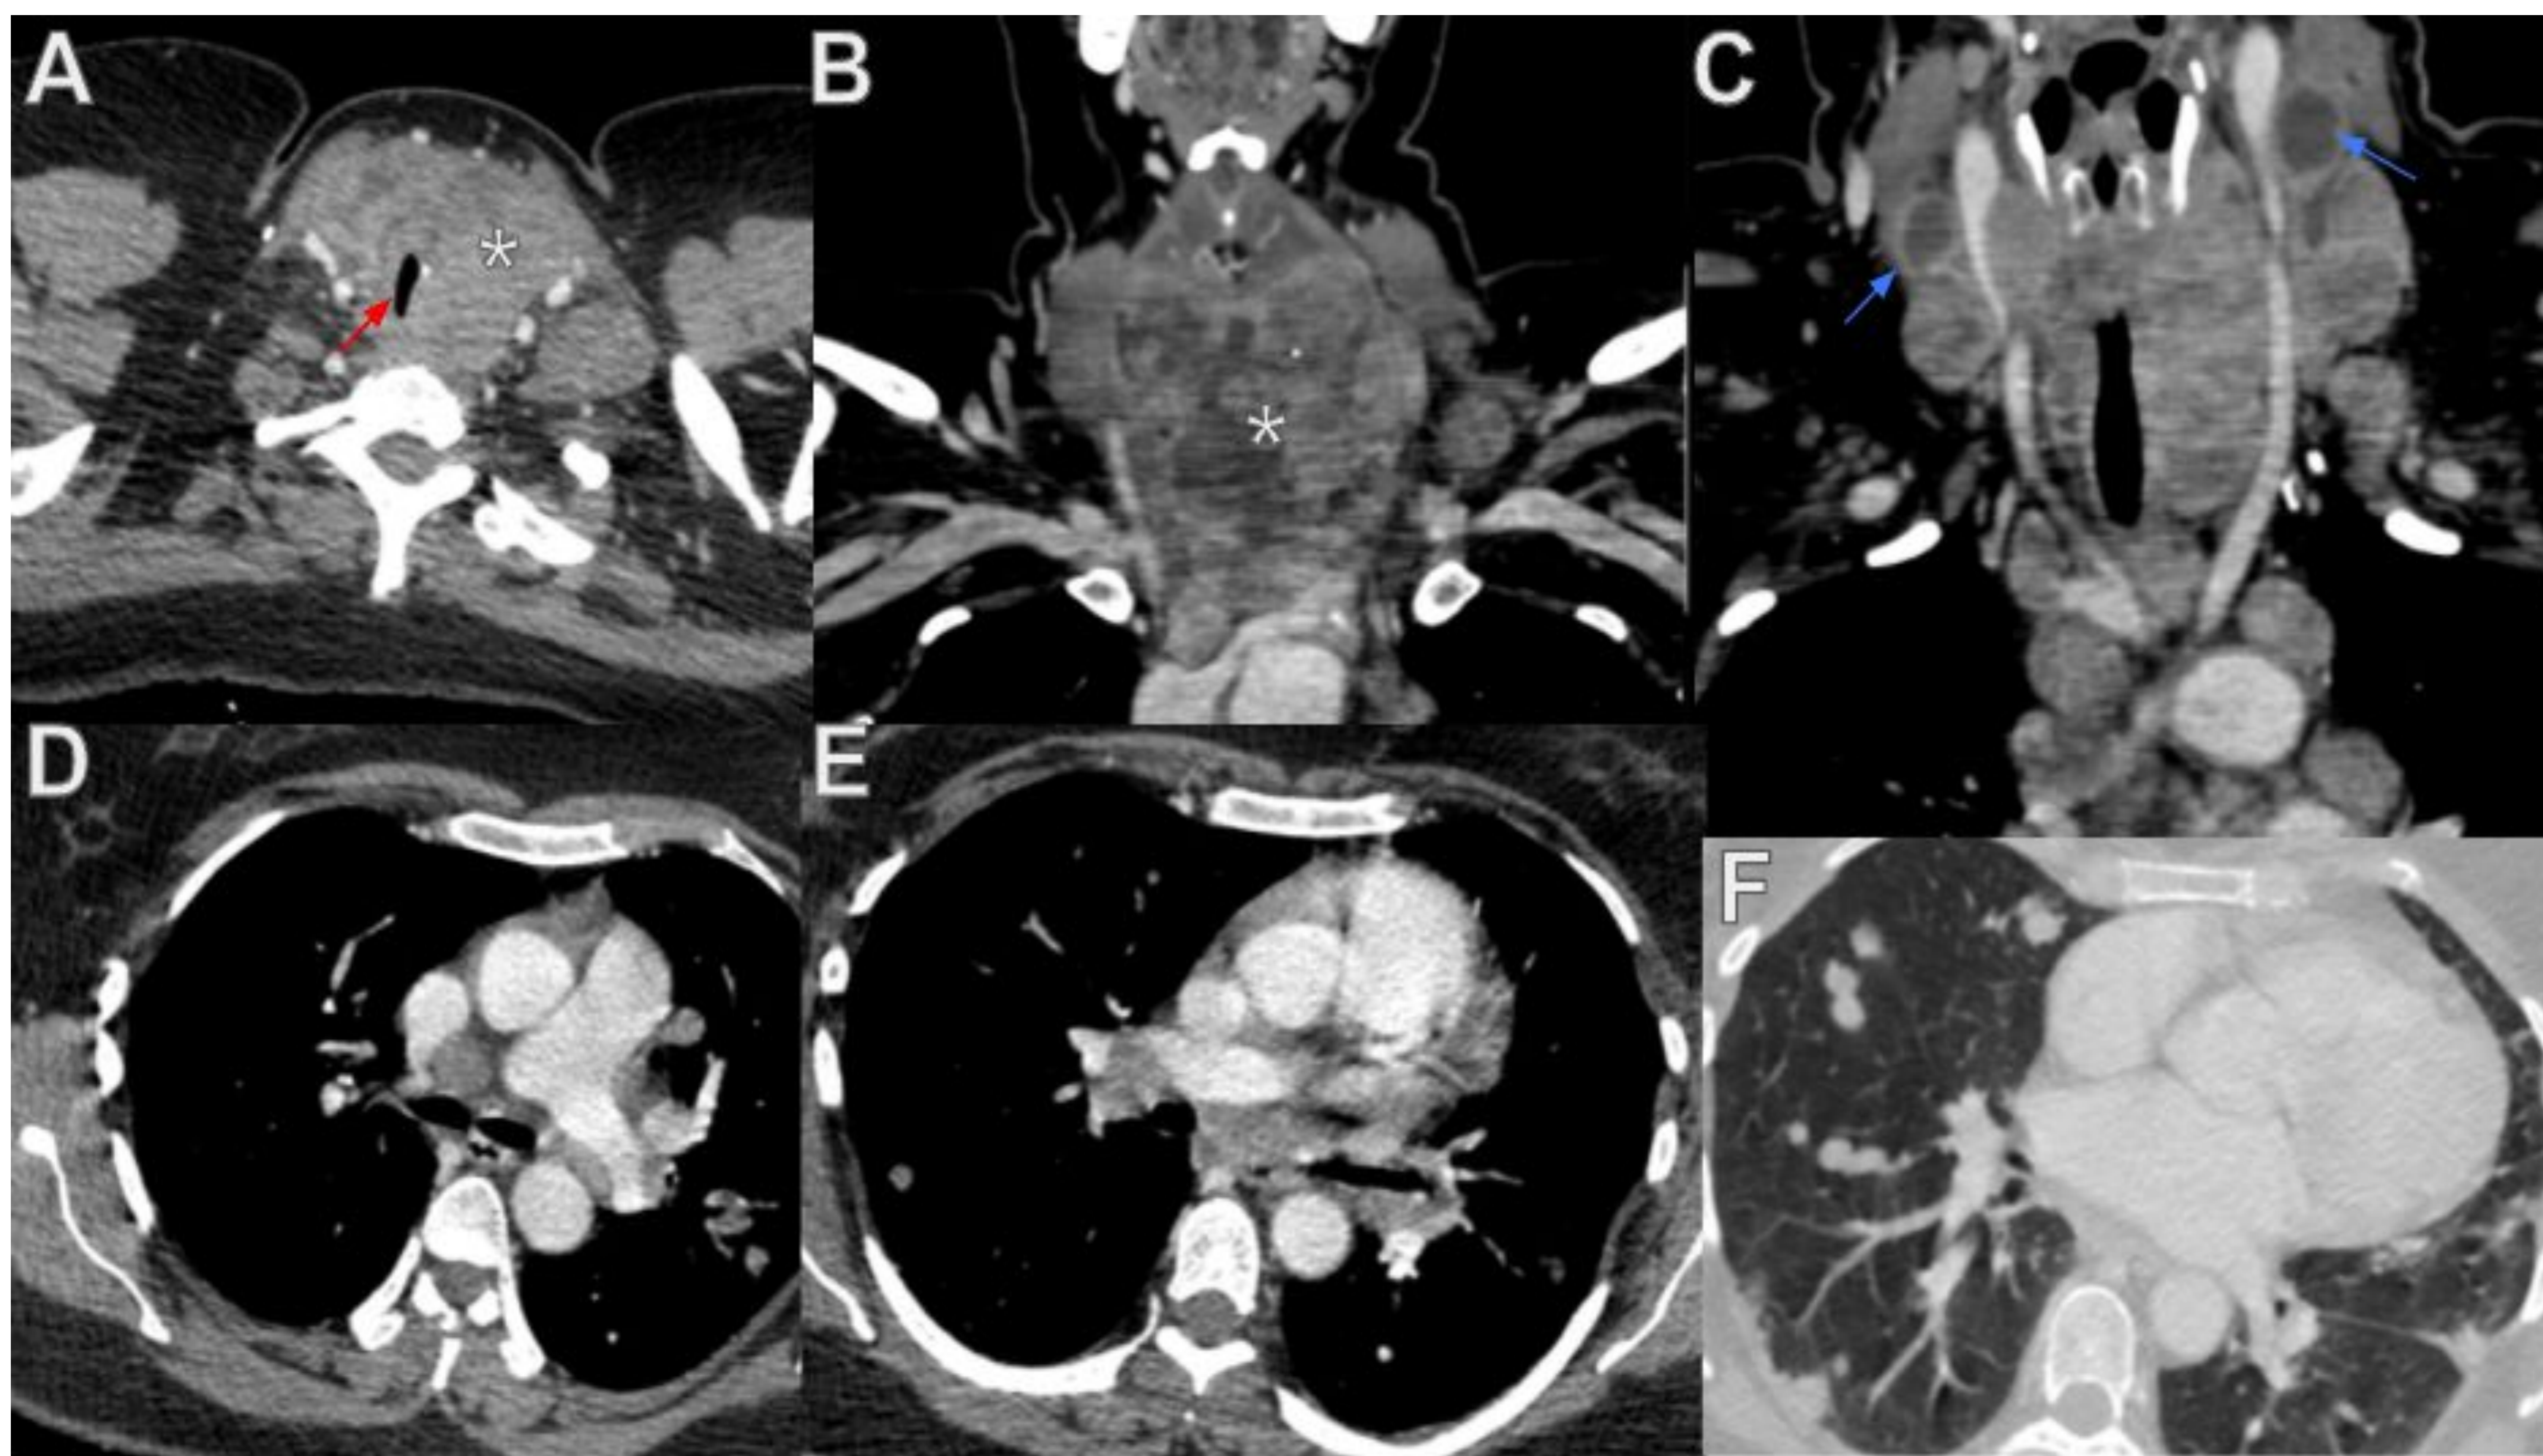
Carcinoma pobremente diferenciado de tiroides con infiltración traqueal y esofágica, extensa afectación adenopática cervical y mediastínica y metástasis pulmonares múltiples (T4aN1bM1). Paciente con disnea progresiva con el decúbito, que presenta en estudio de TC cervical (cortes axiales y coronales) una gran masa heterogénea tiroidea izquierda (asteriscos en A y B), con afilamiento de la tráquea (flecha roja), que al igual que el esófago se encuentra infiltrada por el tumor. Presenta además múltiples adenopatías bilaterales en los niveles II, III, IV, V, VI, y VII cervicales, y en el mediastino (C-E). Algunas de ellas presentan un centro necrótico con realce periférico (flechas azules en C). F: TC de extensión torácica con metástasis pulmonares múltiples. Se desestimó el tratamiento con cirugía y radioterapia, y se decidió tratamiento quimioterápico.
